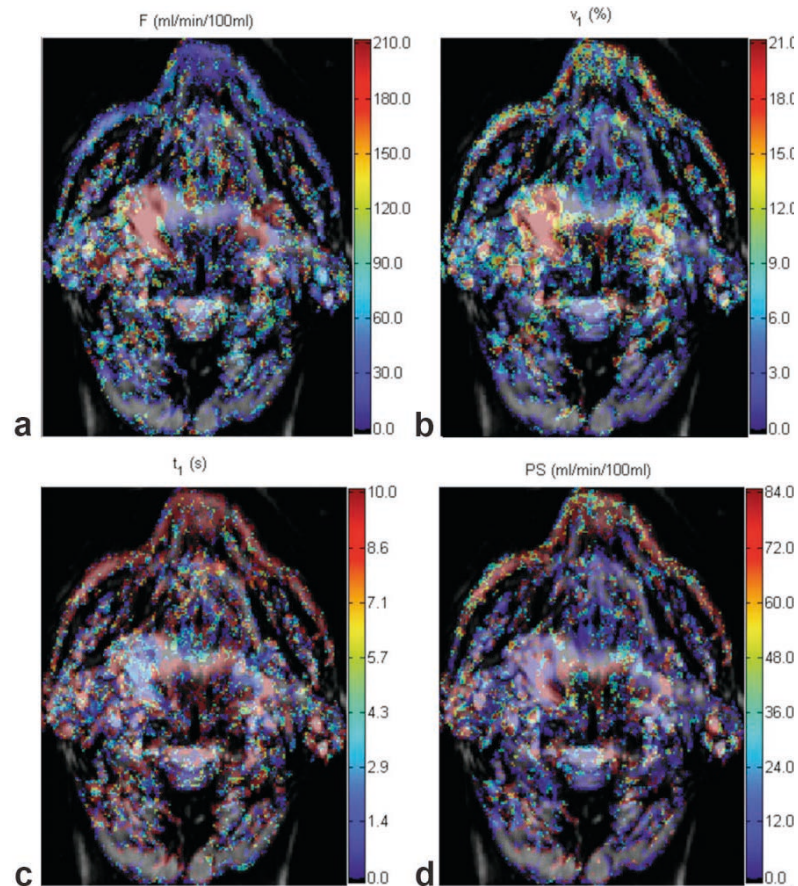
Immagini RM di perfusione (T2 pesate) in paziente con esteso tumore dell'orofaringe a destra: mappe colorimetriche indicanti il flusso (a) e il volume (b) sanguigno, il tempo medio di transito del mdc (c) e la permeabilità (d). (Bisdas S. et al J Magn Reson Imaging 2008 May; 27(5):963-9)
